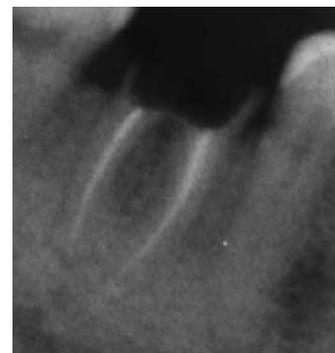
Radiografía Previa
